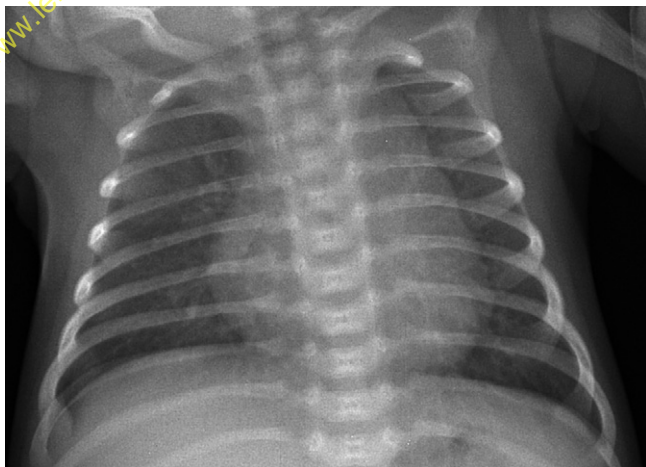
Radiographie de thorax de face chez un nourrisson. L'ondulation du bord gauche du médiastin est liée à l'invagination du thymus dans les espaces intercostaux.
